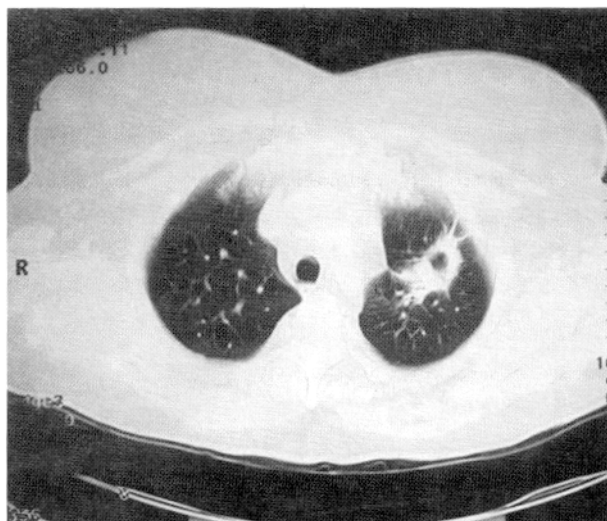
TAC torácica após 3 meses de tratamento: melhoria das lesões, mas ainda com persistência do nódulo escavado no LSE
